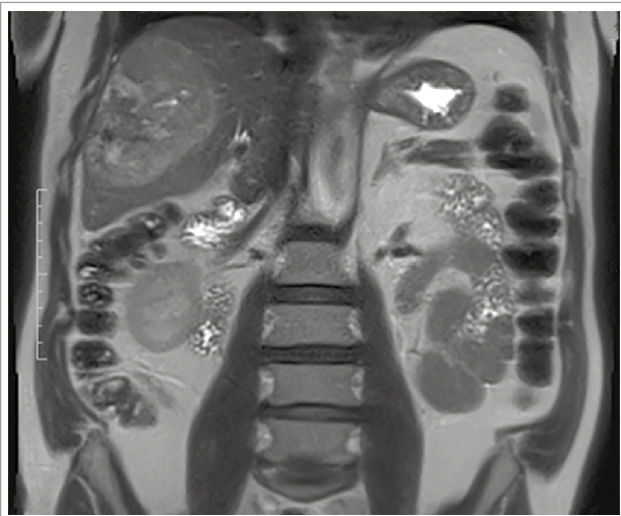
RM de abdomen y pelvis en proyección coronal. Se visualiza gran masa tumoral que ocupa segmentos posteriores del hígado.
